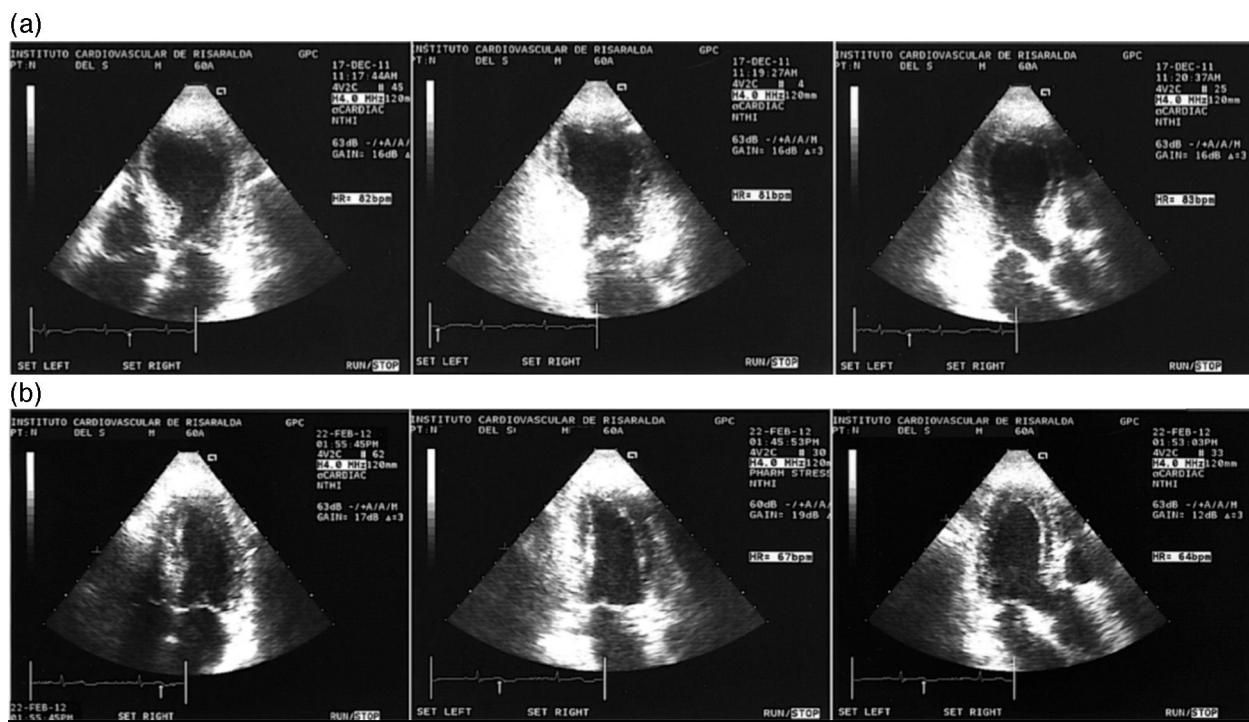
Ecocardiografía. Proyecciones apicales de cuatro cámaras, dos cámaras, y eje largo; obtenidas en telesistole. (a) Imágenes obtenidas durante evento agudo, donde se aprecia el clásico «balonamiento apical». (b) Imágenes obtenidas dos meses más tarde, con morfología ventricular normal.
